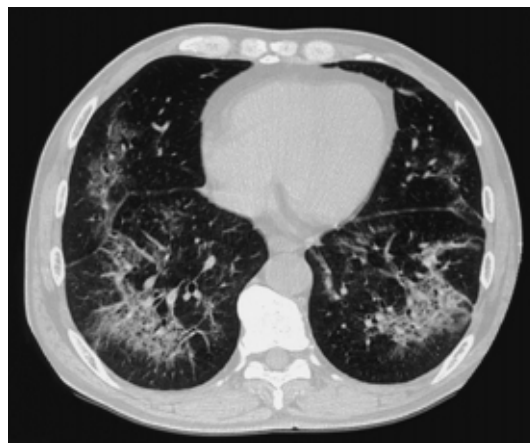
Chest CT scan (October 15, 2002) showing ground-glass opacities in both lung fields.
